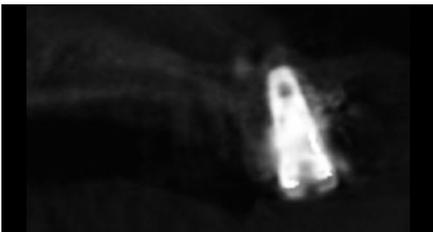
インプラント埋入後の CT 像。埋入時にさらに骨造成をしている。
